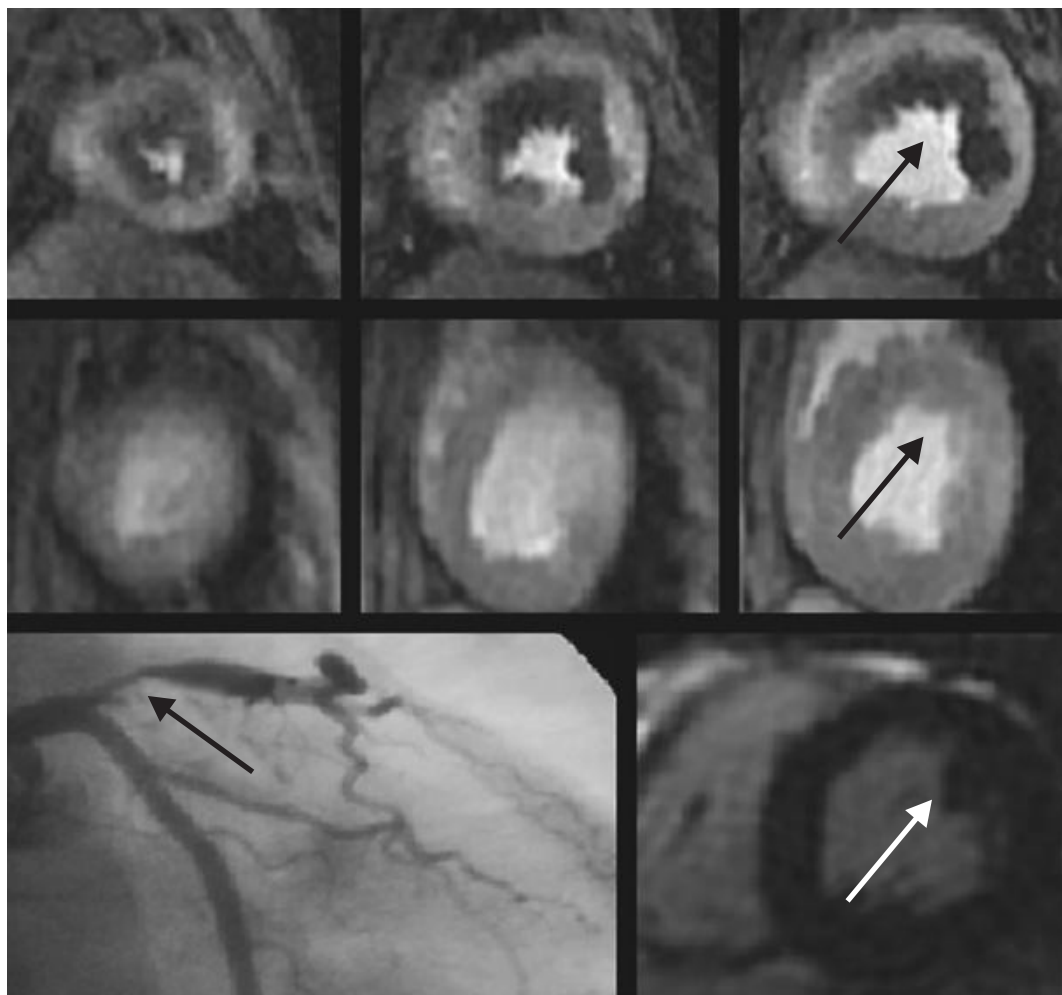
Ressonância magnética cardíaca com estresse farmacológico
